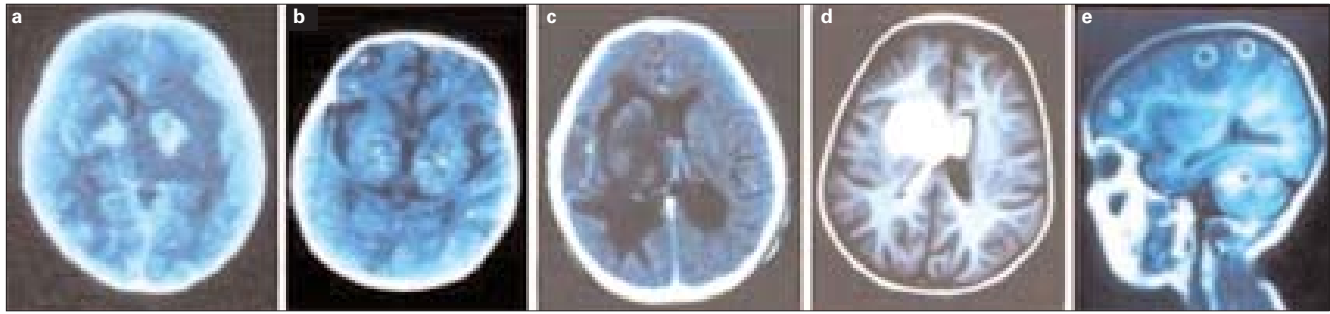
Resonancia magnética: a) En T₁: toxoplasmosis adquirida, lesión con intenso edema y compresión del sistema ventricular; b) En FLAIR: toxoplasmosis congénita + VIH; c) En T₁: gran lesión paraventricular derecha de un linfoma cerebral primario; d) En T₁: sangrado intraventricular con un hematoma intraparenquimatoso; e) En T₁ de corte sagital: múltiples lesiones granulomatosas intraparenquimatosas cerebrales y cerebelosas en un niño con sida y tuberculosis en el sistema nervioso central.
